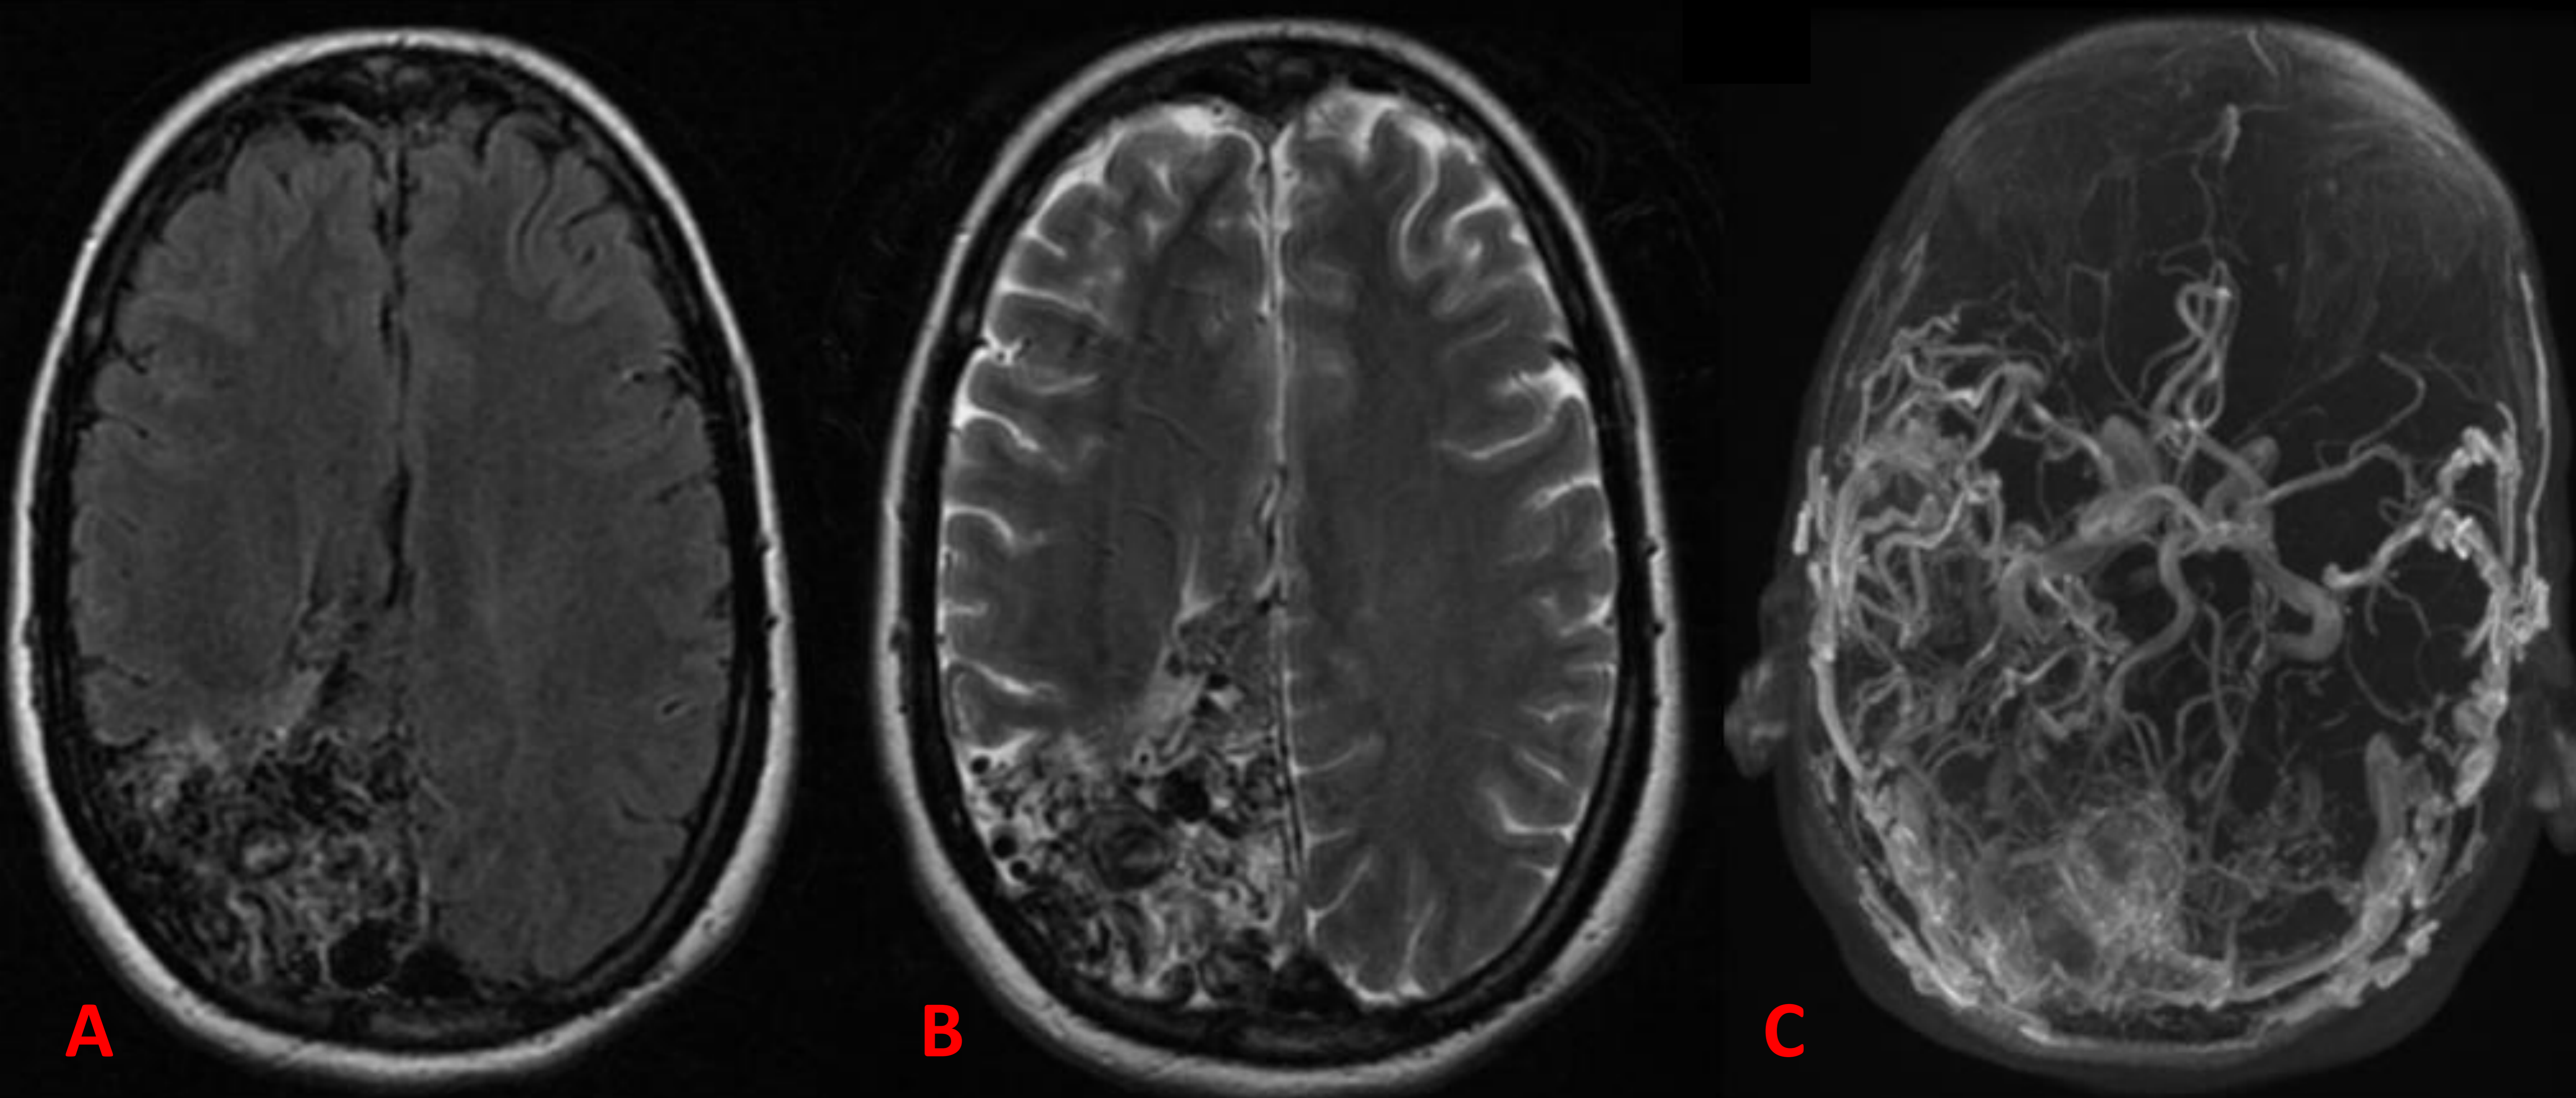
Mismo paciente. Imágenes de RM FLAIR (A), T2 (B) y TOF-3D (C). Drenaje a territorio superficial y profundo con voluminosas venas de drenaje. Dilataciones venosas aneurismáticas en el seno de la malformación. Spetzler-Martin grado V. Gliosis del parénquima en el que asienta.
